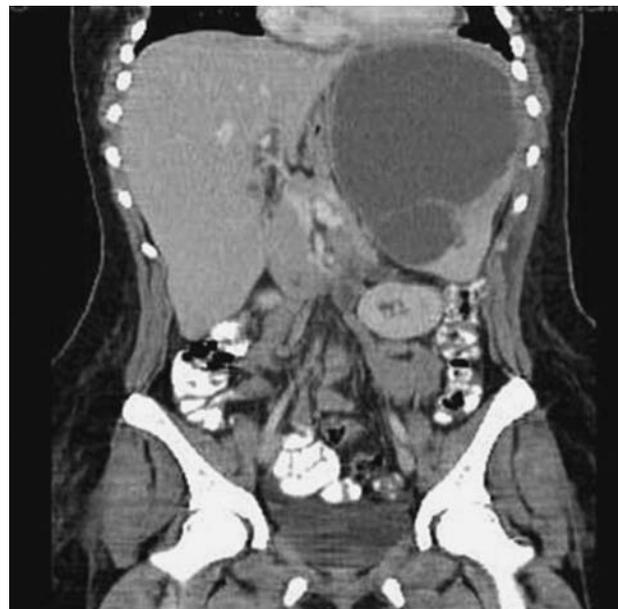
Tomografía computarizada de abdomen y pelvis que muestra el gran absceso esplénico.
